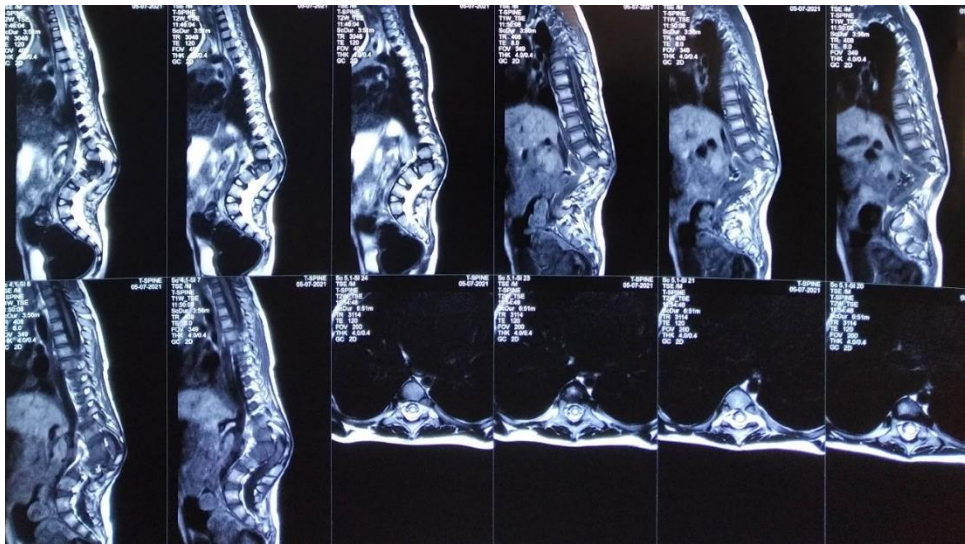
Дооперационные МРТ-срезы, иллюстрирующие характер и анатомические особенности деформации.
